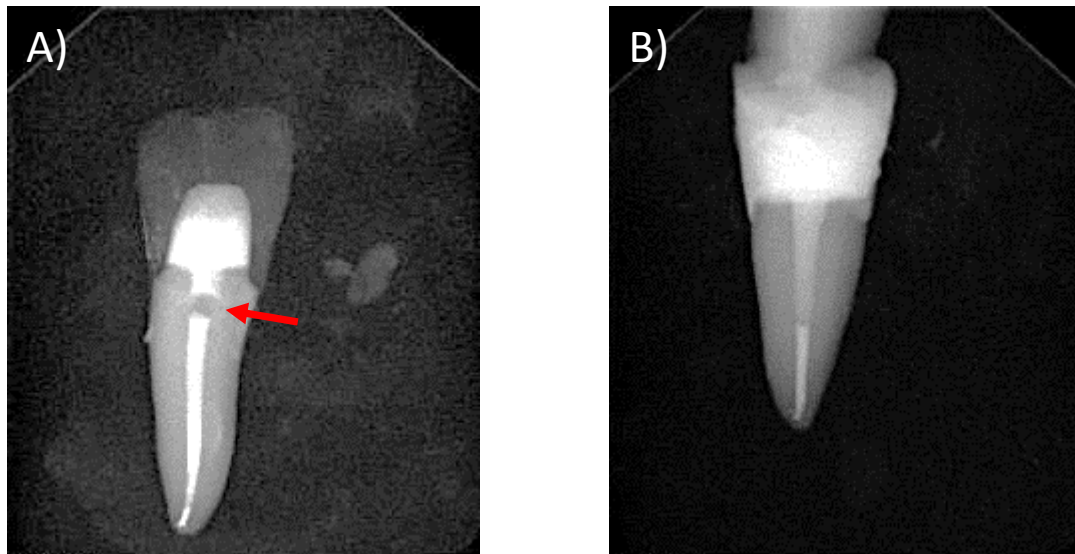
^{ED}: Röntgenkontrollbilder
